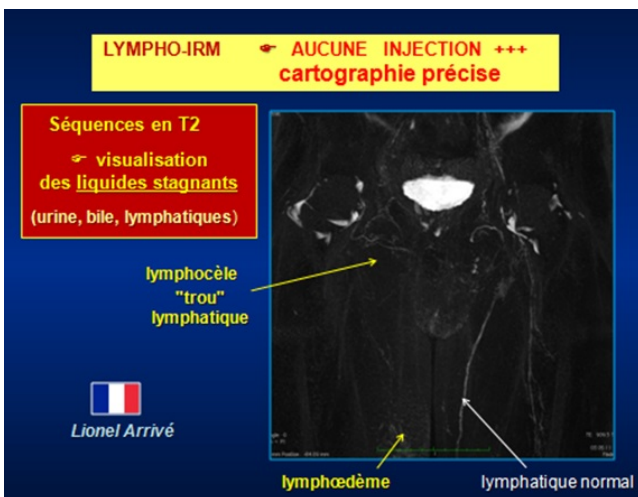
Lympho-IRM-Association lymphocèle (trou lymphatique) et lymphœdème du membre inférieur droit (aspect en nid d'abeille). Par comparaison à gauche, les lymphatiques normaux ont un trajet rectiligne, avec succession de rétrécissement et de dilatation (Lionel Arrive, Paris).
